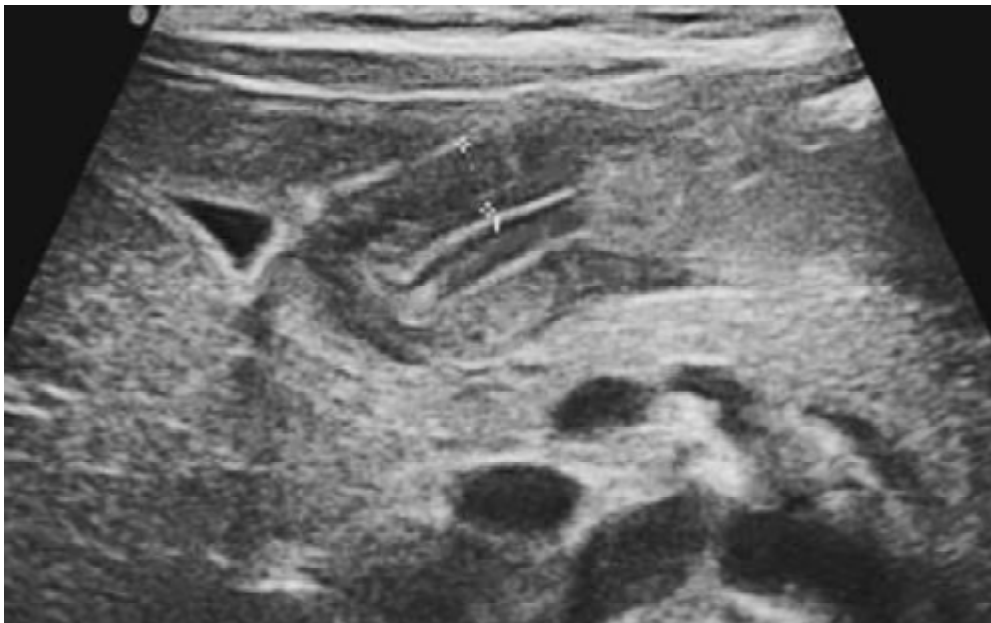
Échographie : technique. La coupe longitudinale, faite au cours d'une contraction antrale permet au mieux la mesure de la longueur (l) du canal pylorique. [1]
